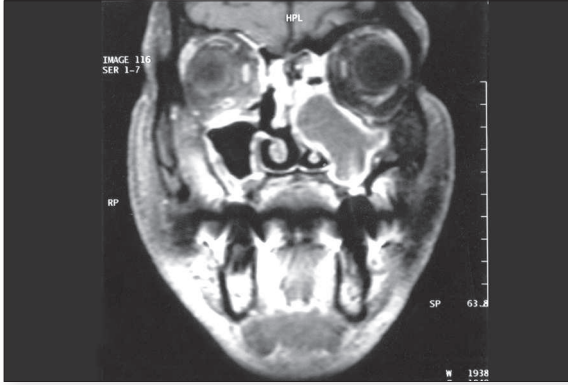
Koronal plandaki BT kesitinde sol maksiller sinüsü ekspansiyon eden, nazal kaviteye uzanım gösteren kistik lezyon.
